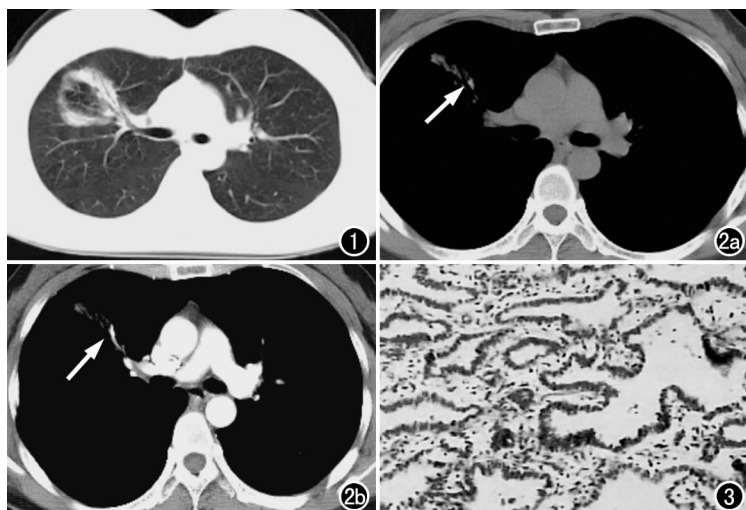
CT肺窗平扫示右肺上叶前段团块状病灶,中央为透亮的肺实质,其内可见纤细肺纹理,周围较高密度病灶内可见支气管充气征。
